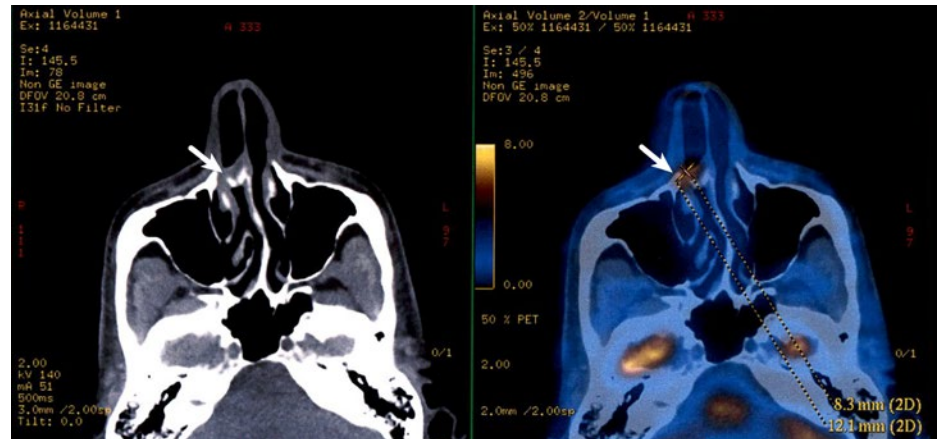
Teilkörper-Positronenemissionstomographie-Computertomographie (PET-CT) mit 301 MBq ^{18}F -Fluorodesoxyglukose (F-18 FDG), A) CT sowie B) PET, Axialschnitte. Darstellung einer partiell verkalkten, mittelgradig metabolisch aktiven Raumforderung in der rechten Nasenhaupthöhle auf Höhe der mittleren Nasenmuschel am Übergang vom knorpeligen zum ossären Anteil des Nasenseptums rechts. Der Pfeil (↘) zeigt auf den Tumor.
